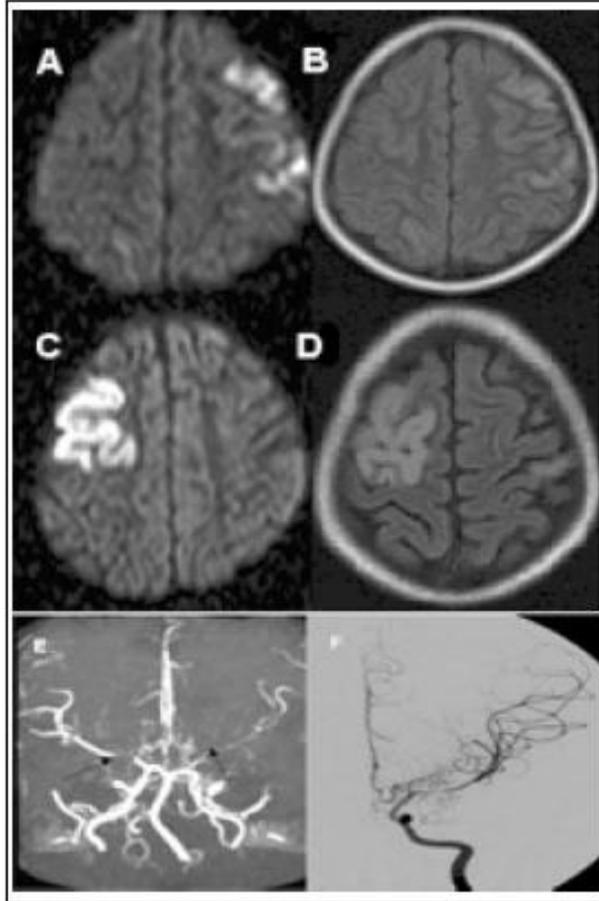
RM Secuencias Difusión (A,C) y FLAIR (B, D). A y B (primer infarto): lesiones hiperintensas corticales frontales izquierdas y una más pequeña parietal derecha, con restricción de la difusión, C y D (segundo infarto): lesiones isquémicas similares en territorio carotídeo derecho. E: Angio RM cerebral. Se observan lesiones estenosantes en segmentos M1 con mayor compromiso izquierdo. F: Angiografía de carótida interna izquierda. Confirma estenosis en arteria cerebral media izquierda y evidencia el desarrollo de vasos penetrantes basales (Imagen tomada de la Rev. Méd. Chile v.137).
